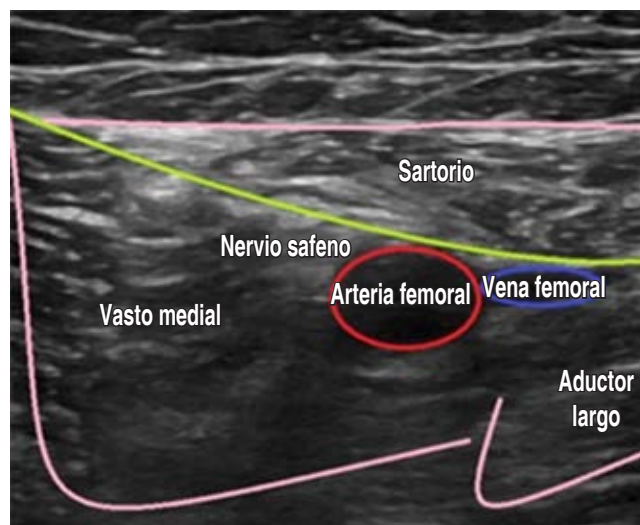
Imagen ultrasonográfica de canal de aductores. Cortesía de: Dr. Juan de la Cruz Pineda-Pérez.
